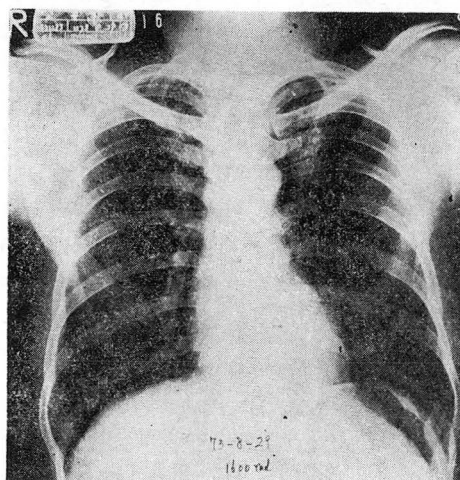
Chest P-A: Complete remission of both upper mediastinal mass after 1600 rads irradiation. (SSD, 110cm X-ray 10MV from LINAC)
